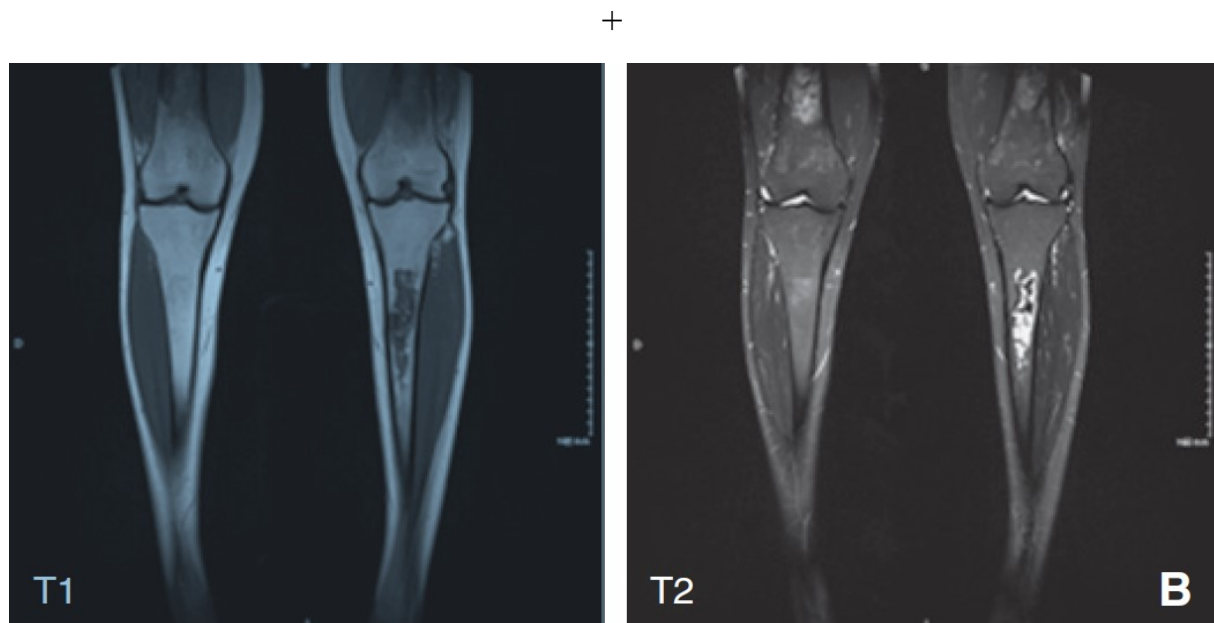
Infarctus osseux (diaphyse tibiale, imagerie par résonance magnétique [IRM] séquences T1 et T2). (Cliché du Dr N. Belmatoug, CRML, Hôpital Beaujon).
